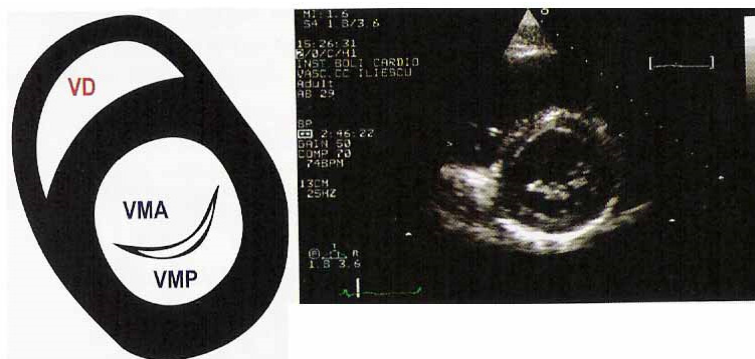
Secțiune în ax scurt parasternal la nivelul valvei mitrale
